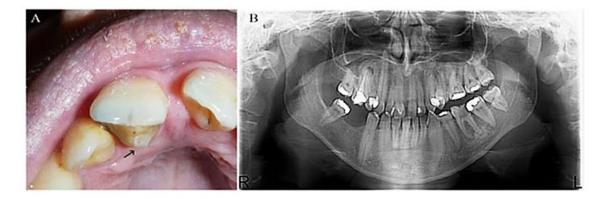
Incisivo central superior derecho evaginado y radiografía panorámica de paciente femenina de 32 años con síndrome OFCD. ²⁷
